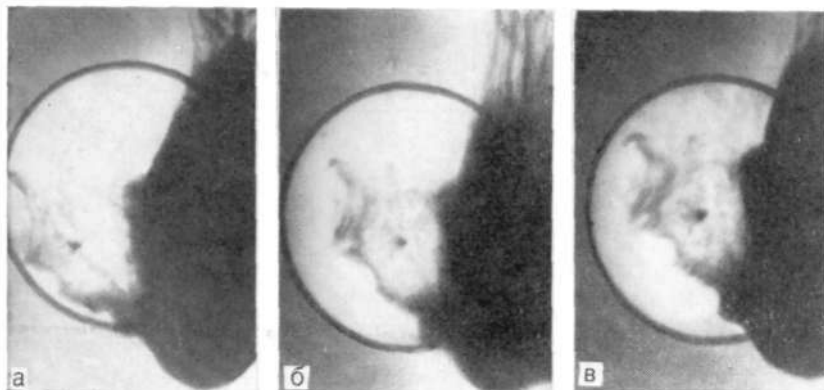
Прицельные рентгенограммы выходного отдела желудка. Ниша, окруженная валом округлой формы, при язвенной болезни (операция).
